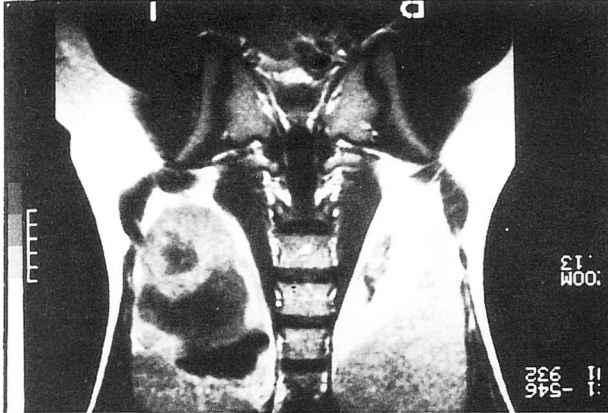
RMN. royección coronal
